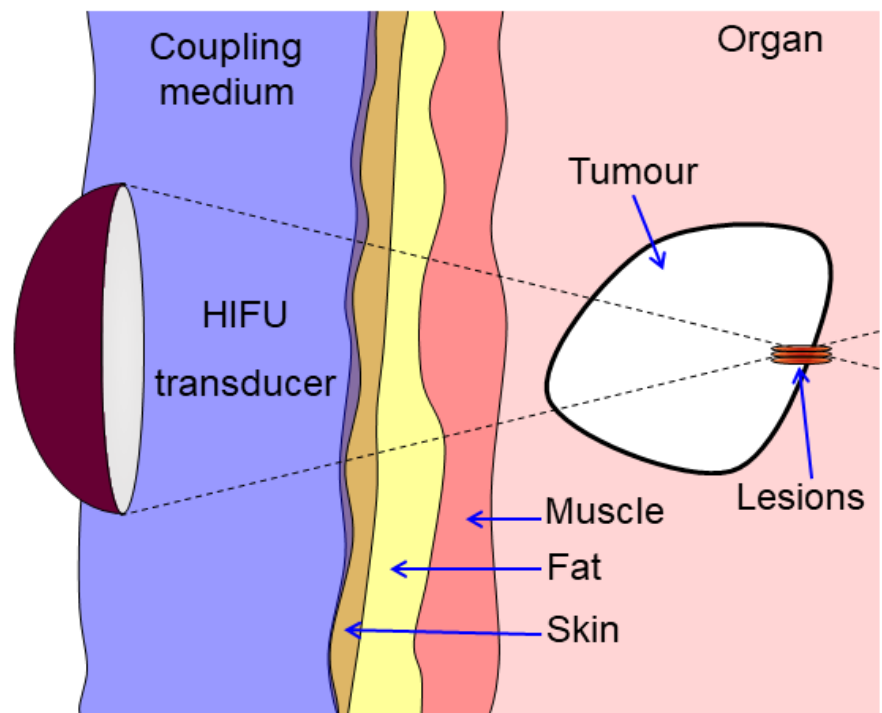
為高強度聚焦超聲波 (High-Intensity Focused Ultrasound, HIFU) 手術示意圖。如 1.2.1 所述，高強度超聲波是由換能器產生，並將能量聚焦在人體組織的特定區域產生熱效應與空化作用，進而消融目標組織，達到治療的效果，其中每次的照射會在目標組織上產生一定大小的消融區(Lesion)[2]。
